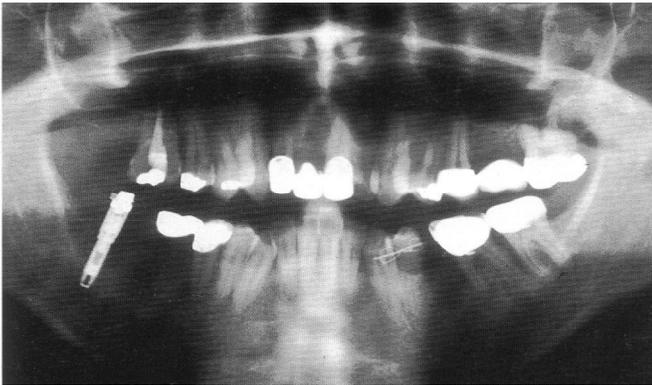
Ortopantomografía.⁷
